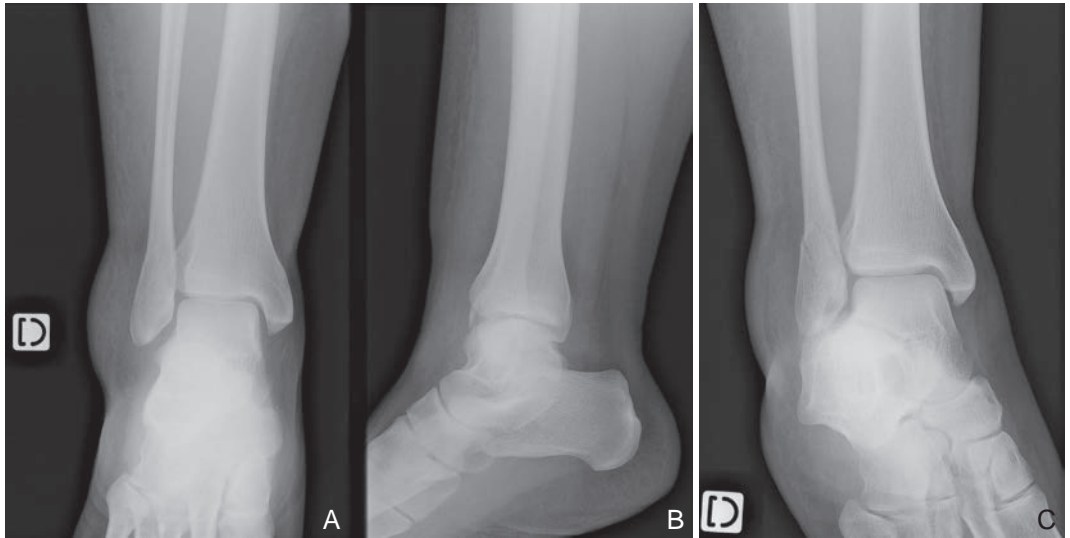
Radiographie de cheville de 3/4 médial (C). Incidences de face (A) et de profil (B) correspondantes.
